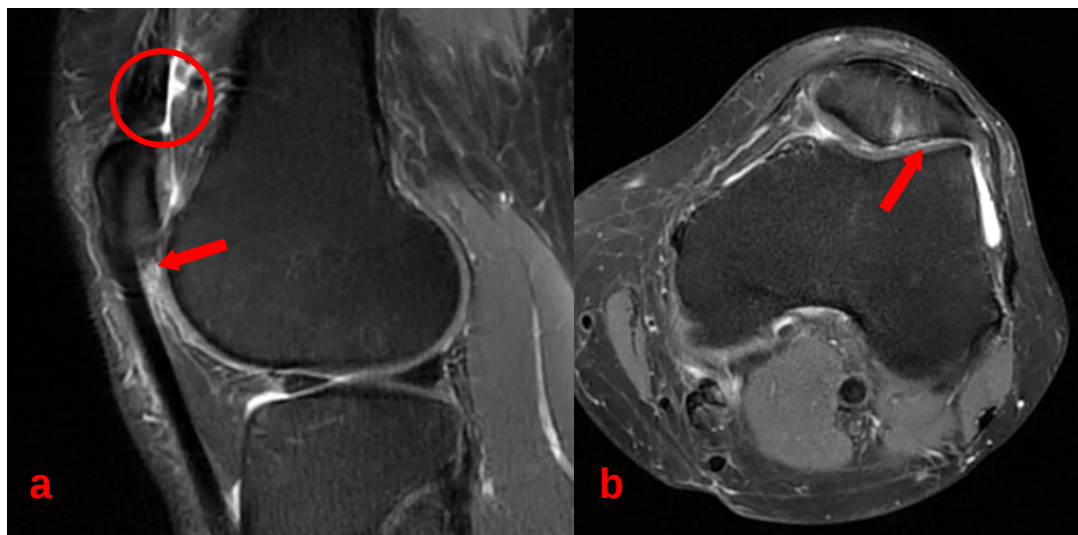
IRM de l'articulation du genou
